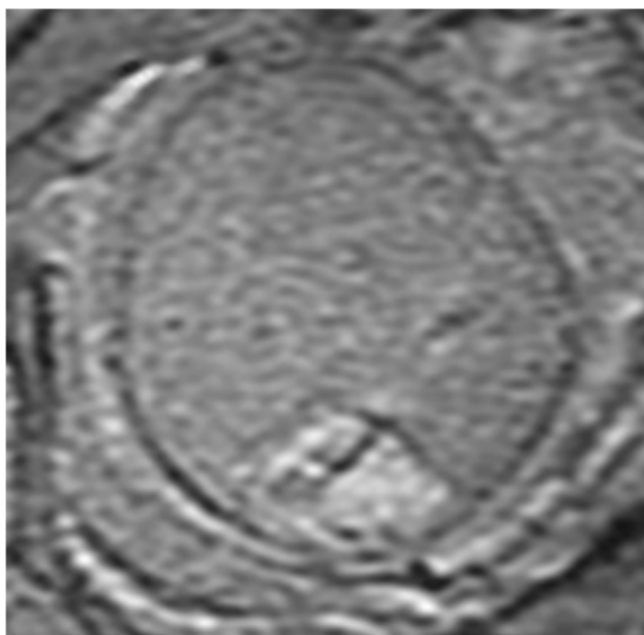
Image d'IRM pondérée en séquence T1 dans le plan axial de la tête fœtale à 31 semaines d'aménorrhée montrant un syndrome de masse localisé à la partie postérieure de la ligne médiane en faveur d'une thrombose du torcular
